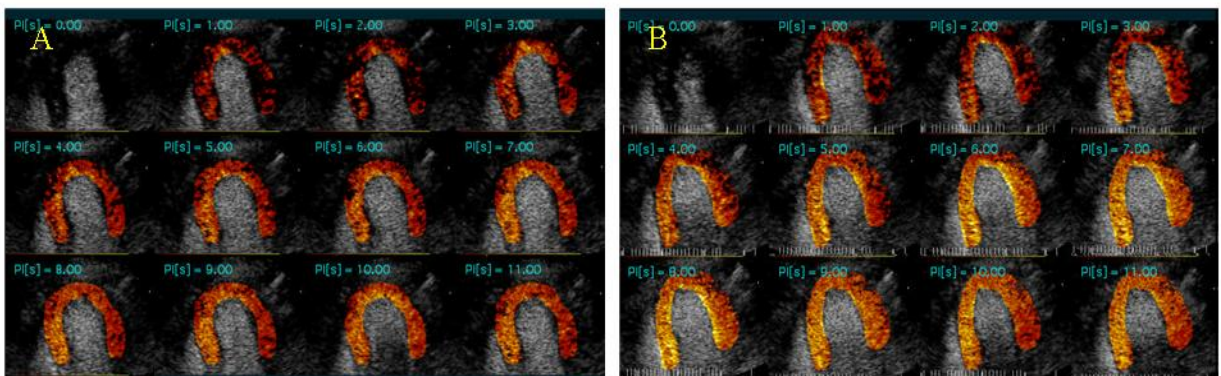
Imagens sistólicas de ECM em apical 4C sujeitas a análise paramétrica em basal (A) e durante vasodilatação com dipiridamol (B).
